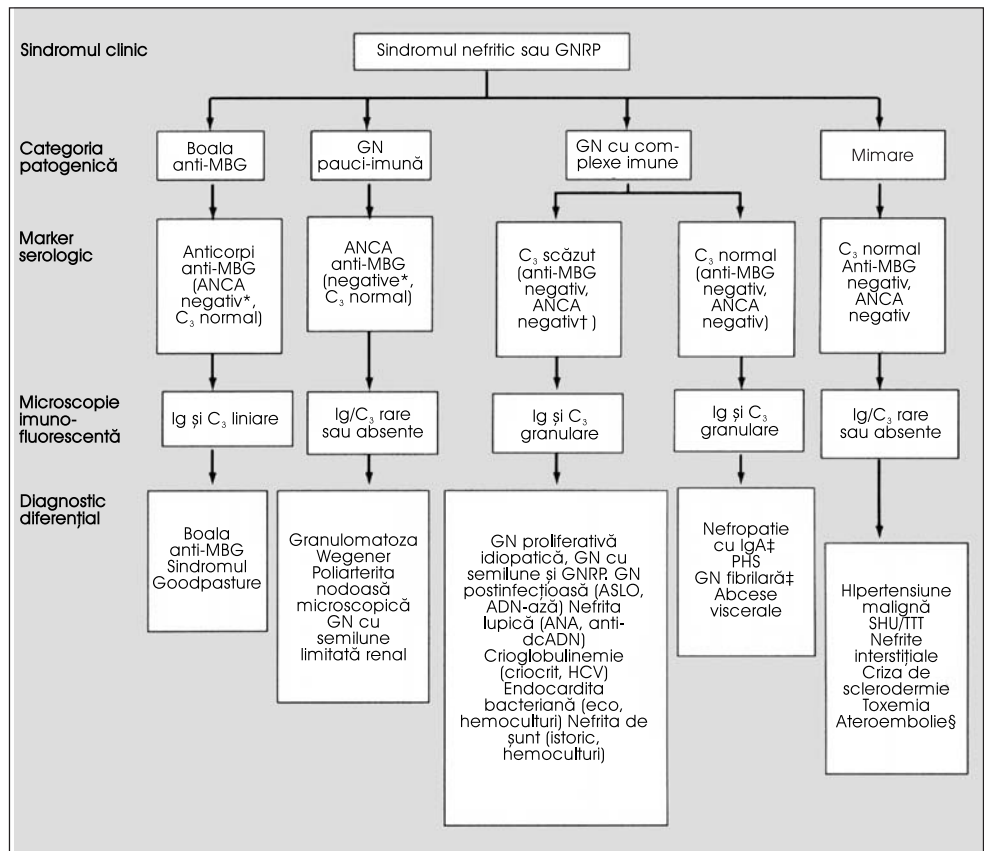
Diagnosticul diferențial al sindromului nefritic și glomerulonefritei rapid progresive. Prescurtări: GN, glomerulonefrită; GNRP, glomerulonefrită rapid progresivă; GNMP, glomerulonefrită membranoproliferativă; MBG, membrană bazală glomerulară; ANCA, anticorpi citoplasmatici antineutrofilici; Ig, imunoglobulină; C_3 , componenta a treia a complementului; ASLO, anticorpi antistreptolizina O; ADN-ază, anticorpi antidezoxiribonuclează; ANA, anticorpi antinucleari; anti-dcADN, anticorpi anti-ADN dublu catenar; HCV, virusul hepatitei C; eco, ecocardiograma; PHS, purpura Henoch-Schönlein; SHU, sindrom hemolitic uremic; TTT, purpura trombocitopenică.
